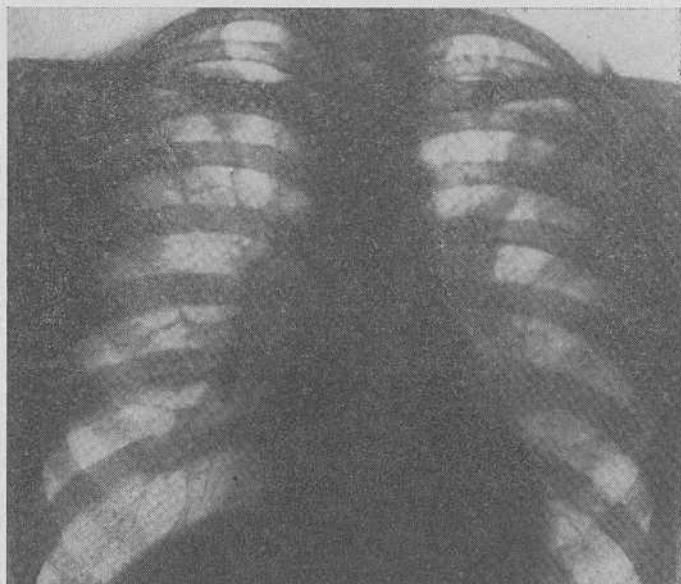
Инфильтративный туберкулез левого легкого (круглый) в фазе распада. Рентгенограмма.
